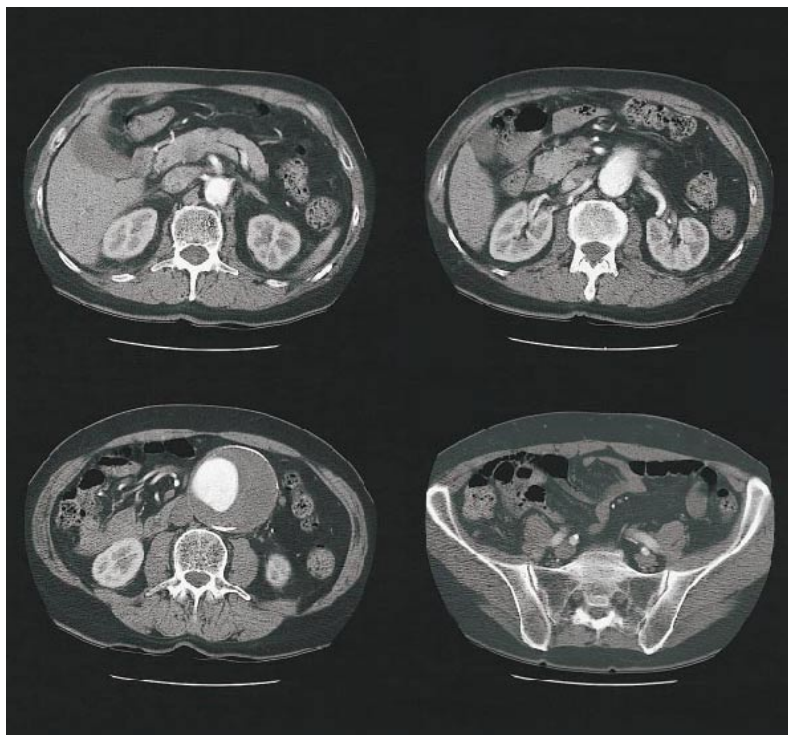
Images CT montrant une coupe de l'abdomen révélant un anévrisme (image inférieure gauche, cercle blanc)
